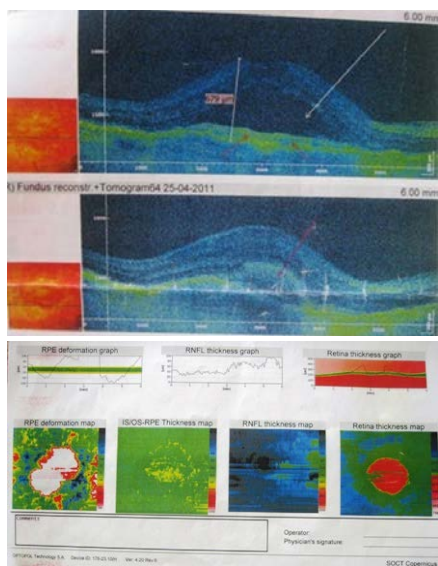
Результаты оптической когерентной томографии правого глаза пациента: белая стрелка – эксудативная отслойка нейроэпителия, красная стрелка – ангиома хориоидеи
